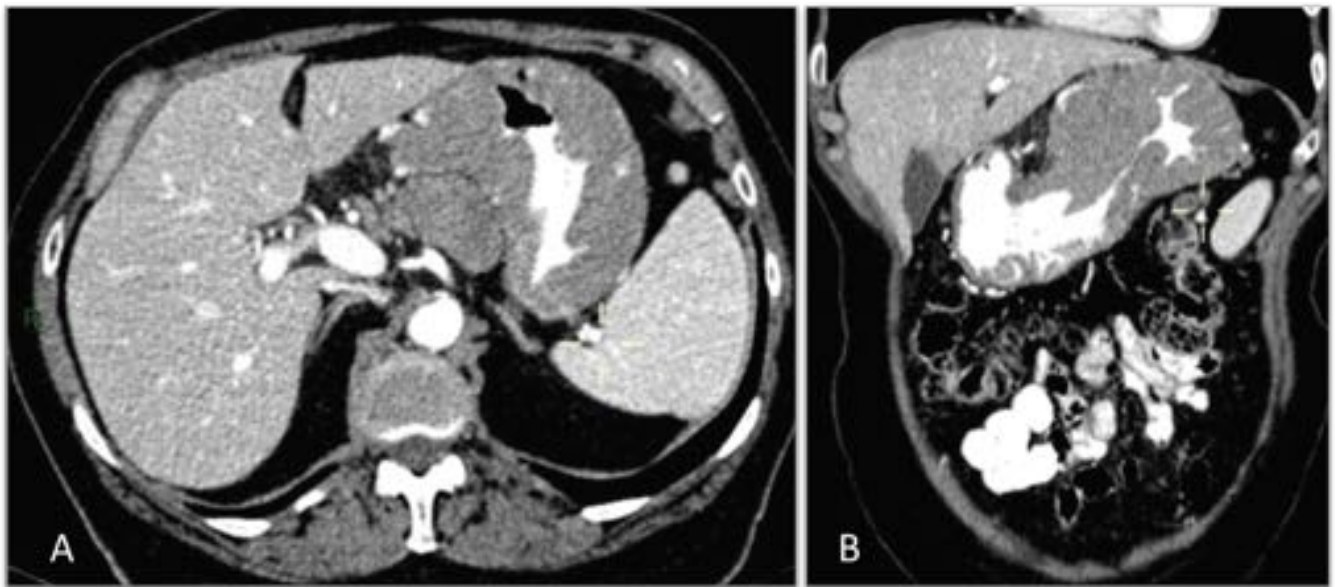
Mujer de 72 años. TC abdominopélvica con contraste oral e iv en plano axial (A) y reconstrucción en plano coronal (B). Engrosamiento de la pared del estómago a nivel del fundus y cuerpo gástrico. Múltiples adenopatías en ligamento gastroesplénico, gastrohepático, adyacente a curvadura menor gástrica, al antro gástrico / bulbo duodenal y algunas latero-aórticas (no se muestran en
